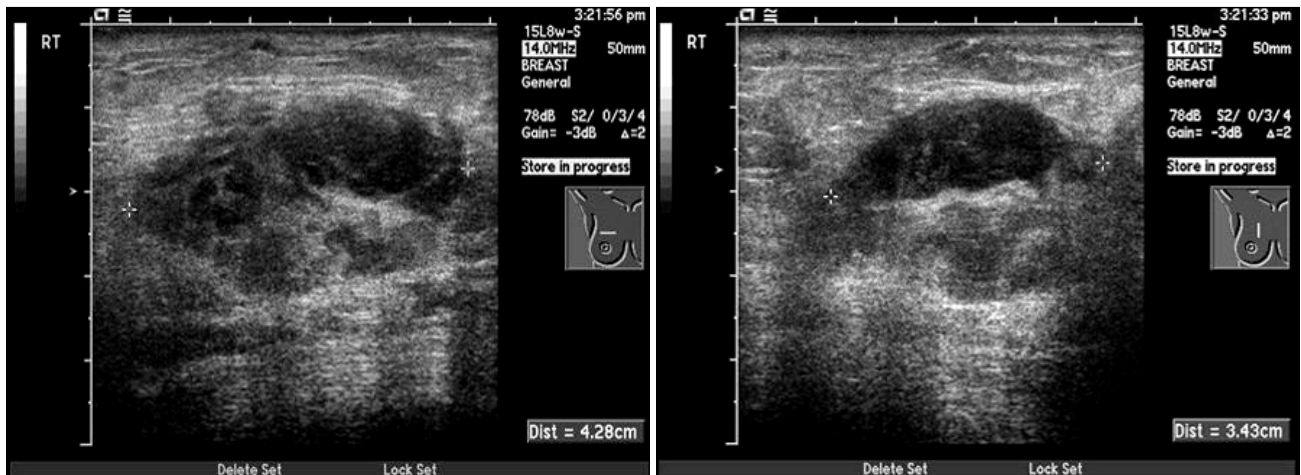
Ultrasonography of right breast showing 34×43 mm sized indistinctly demarcated mass with subareolar skin thickening.
